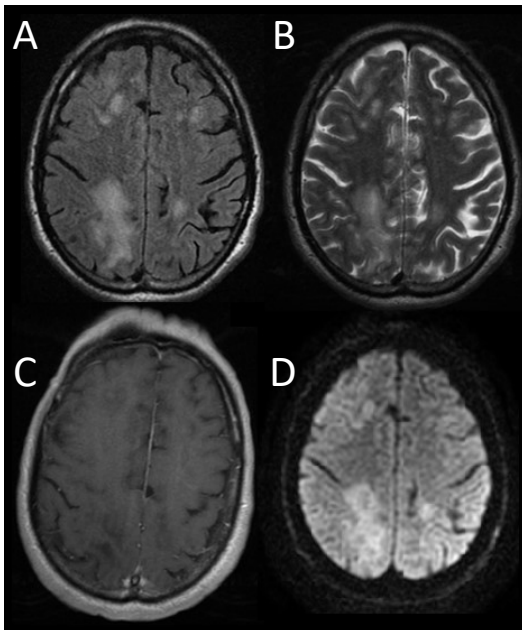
Hospital Universitario 12 de Octubre. Secuencias FLAIR (A), T2 (B), T1 post-contraste y DWI (D).
